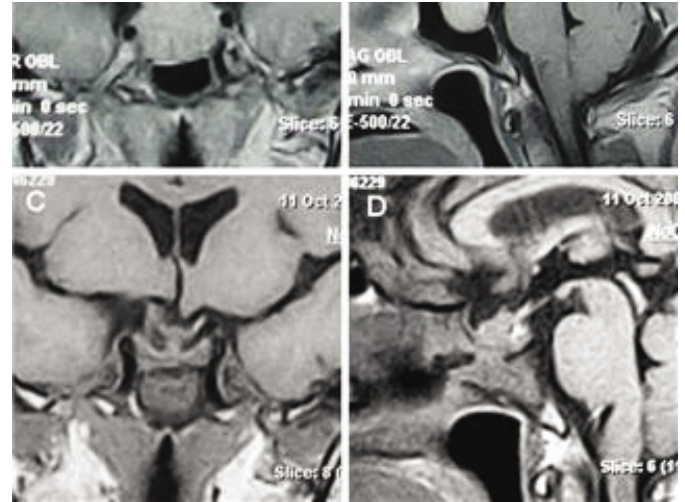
Paciente varão, com macroadenoma não funcionante grau B. A y B, RM preoperatoria. C y D, RM postoperatoria.
